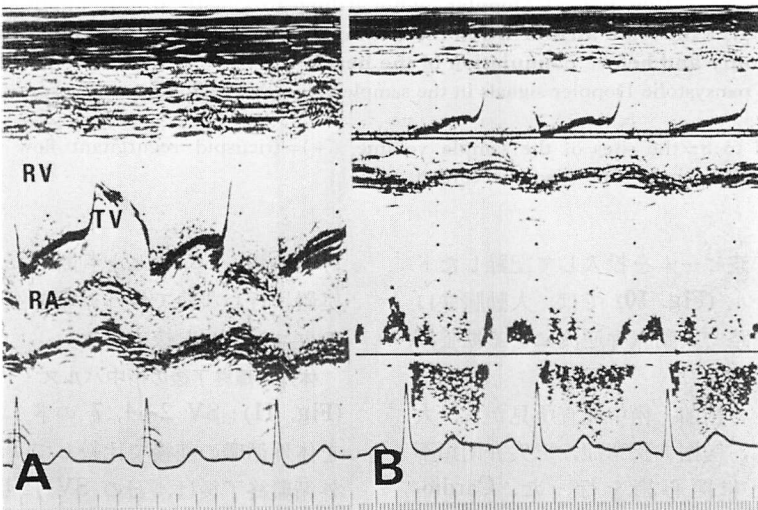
Preoperative M-mode (A) and pulsed Doppler (B) echocardiograms of the tricuspid valve.
